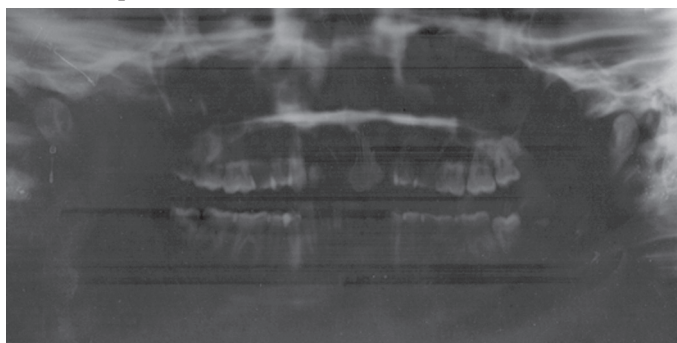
Ortopantomograma pacientei
